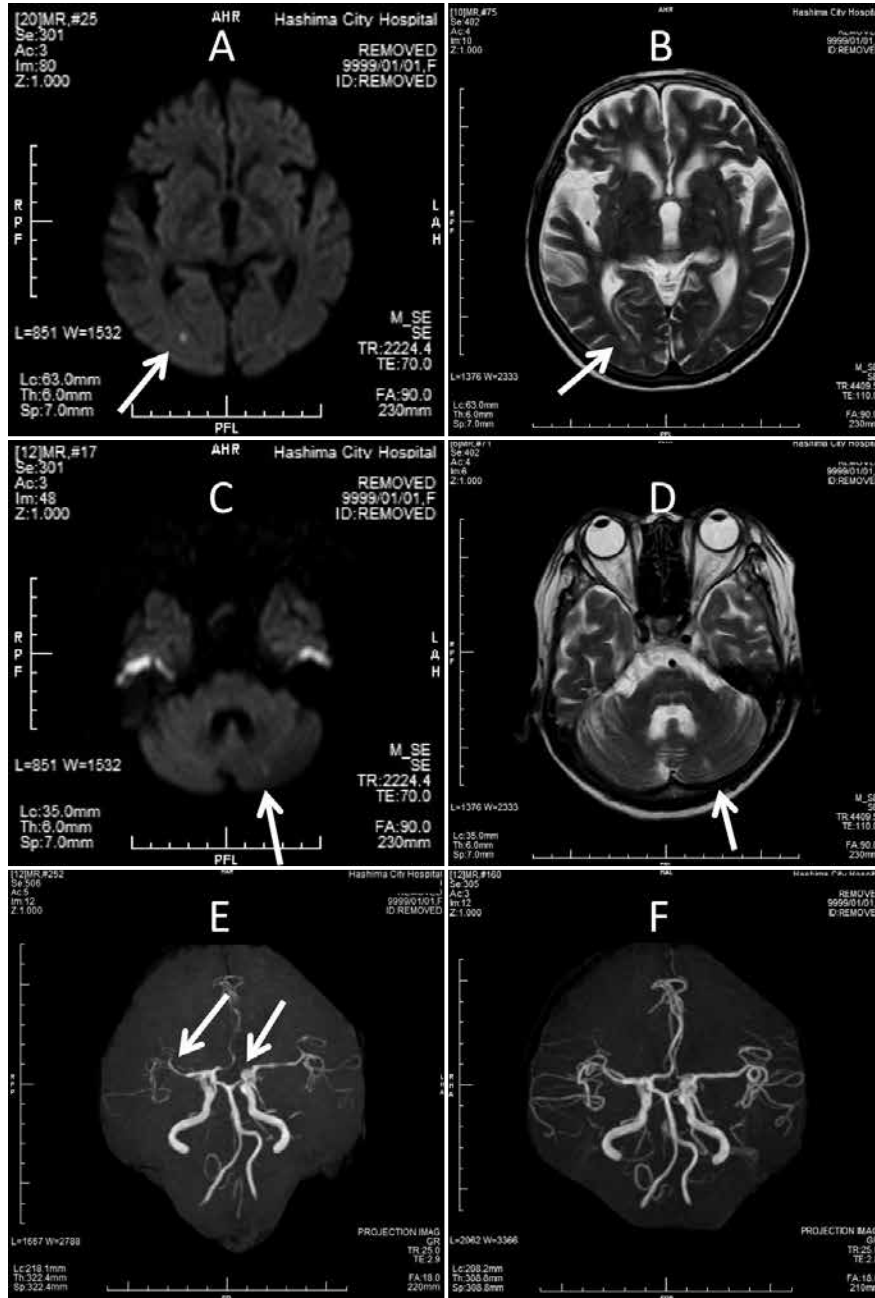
Magnetic resonance imaging at two weeks after the onset of PRES
